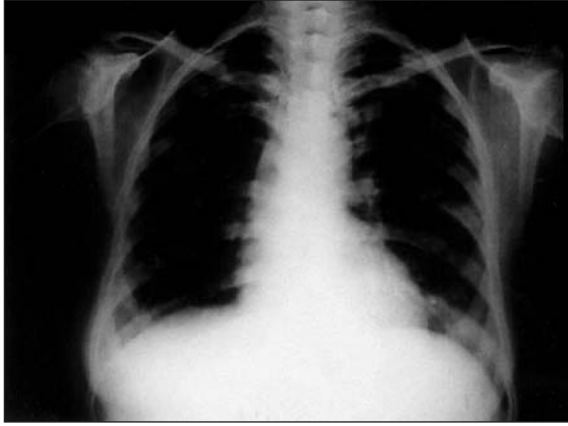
Tedavi öncesi PA akciğer grafisi.
